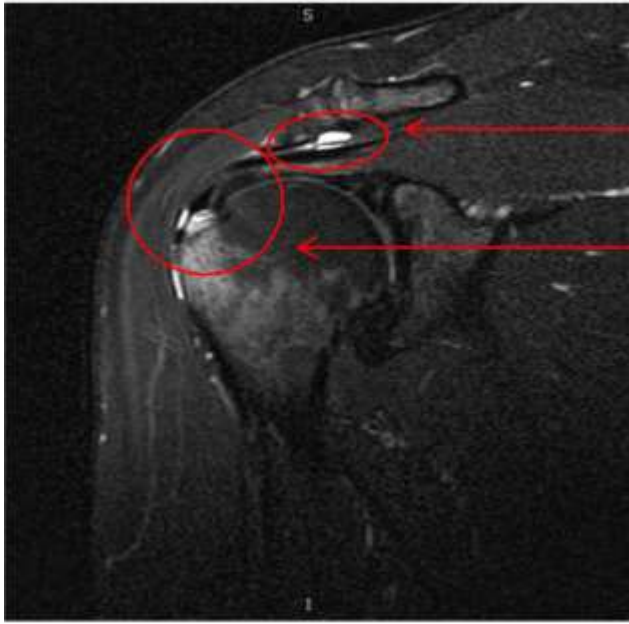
МРТ правого плечевого сустава через 6 месяцев с момента окончания терапии (клинический случай № 1)
